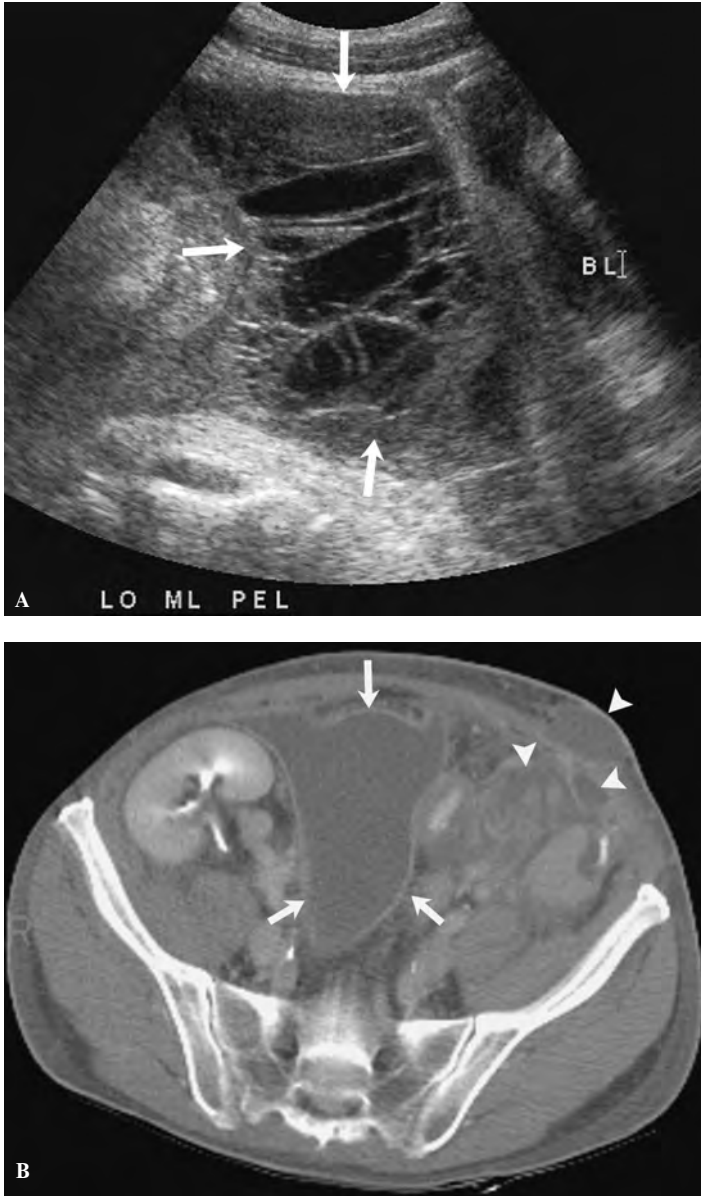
Абсцесс трансплантата почки. *А.* Скопление с множеством перегородок (стрелки), расположенное непосредственно выше мочевого пузыря (BL) по средней линии. При ультразвуковом исследовании образование невозможно отличить от лимфоцеле. *В.* Компьютерная томограмма того же пациента. Абсцесс (стрелки) имеет ободок, отличающий его от лимфоцеле. Обратите внимание на другие абсцессы, которые не были видны при УЗИ (наконечники стрелок).
